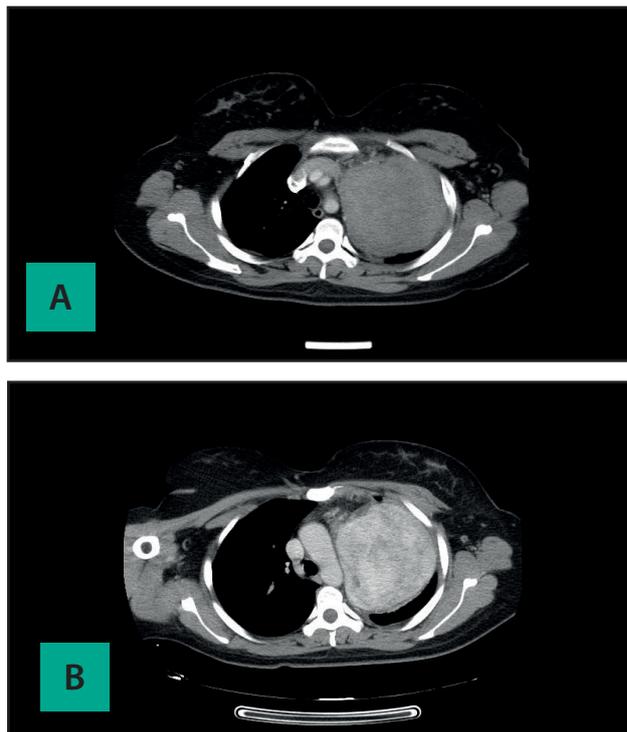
A. Tomografía axial computarizada de tórax (8 /06/15): Lesión solidiforme en región pulmonar media y superior izquierda; con diámetro mayor de 110 mm, que contacta mediastino y pared torácica sin aparente infiltración, con bordes definidos. B. Tomografía axial computarizada de tórax (22/06/15): Lesión con aspecto de masa sólida no homogénea, de contornos definidos que ocupa parte del lóbulo superior izquierdo de 10x11x11 cm de diámetro anteroposterior transverso y longitudinal respectivamente; perdiendo su interface con su borde interno.
